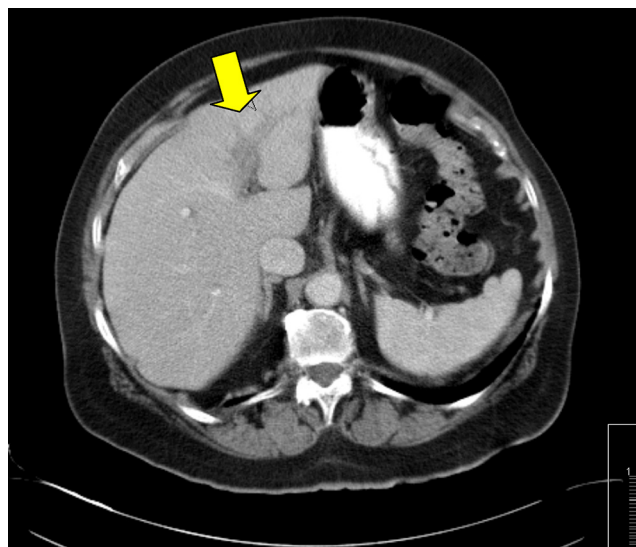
Tomografía computada abdominal en la que se observa: trombosis de la vena porta izquierda, secundaria a colecistitis aguda litiásica (flecha blanca).
